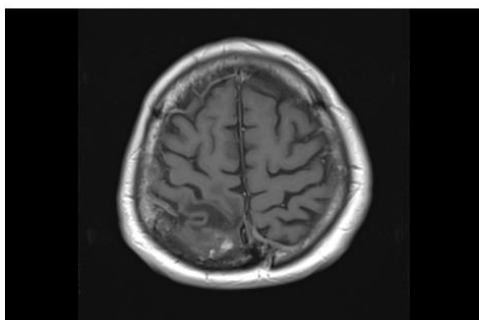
Axial T1-weighted MRI scan showing contrast-enhanced lesion around the original resection cavity in the right parietal lobe.
